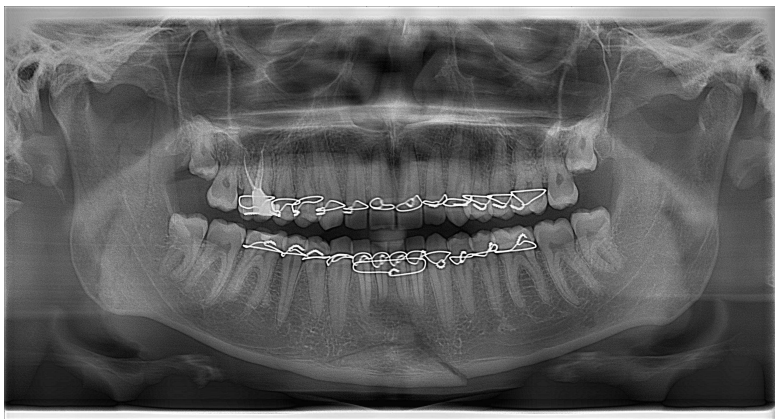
Ортопантомограма хворого з переломом нижньої щелепи в ділянці підборіддя. Відрив центрального фрагмента у вигляді трикутника
